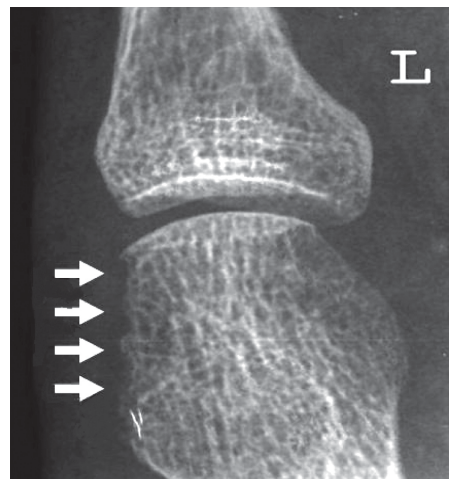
Прицельная микрофокусная рентгенография с 8-кратным увеличением изображения. Больной М. 41 год. Диагноз: ревматоидный артрит. Видна мелкозубчатая эрозия в области головки средней фаланги (стрелки)
